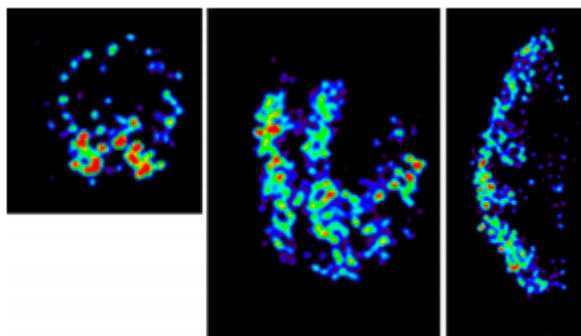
Sections transversale (gauche), coronale (milieu) et sagittale (droite) de l'image micro-SPECT d'un échantillon de plaque carotidienne athéroscléreuse après une incubation avec ^{99m}Tc-folate montrant une accumulation hétérogène. L'image transversale montre que la zone d'accumulation (rouge) est située à l'intérieur de la paroi du vaisseau (Extrait de l'article de Jager et al. paru en 2014 dans *J Nucl Med.*)
